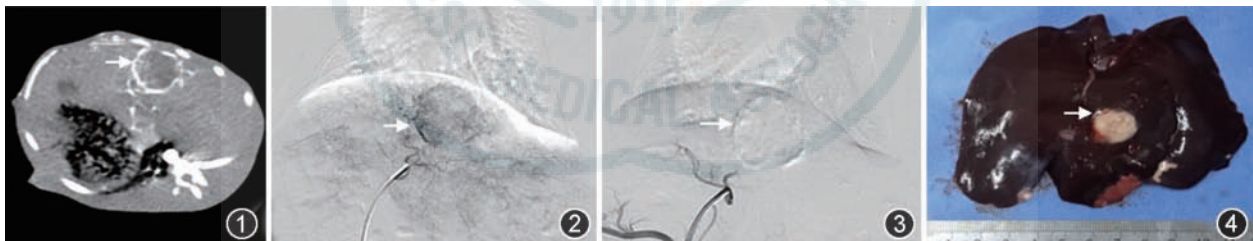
肿瘤植入16 d,实验兔增强CT动脉期显示肝脏内一边缘明显强化的低信号区(↑) 图2 经肝动脉导管化疗栓塞术(TACE)术中三氧化二砷载药微球栓塞术(CBATO)组兔肝动脉造影显示,肝左叶内富血供占位性病变(↑) 图3 TACE术中CBATO组注入载药微球栓塞后造影显示原占位性病变无肿瘤供血(↑) 图4 TACE术后7 d CBATO组肝脏大体标本,可见肝左外叶肿瘤占位(↑)
